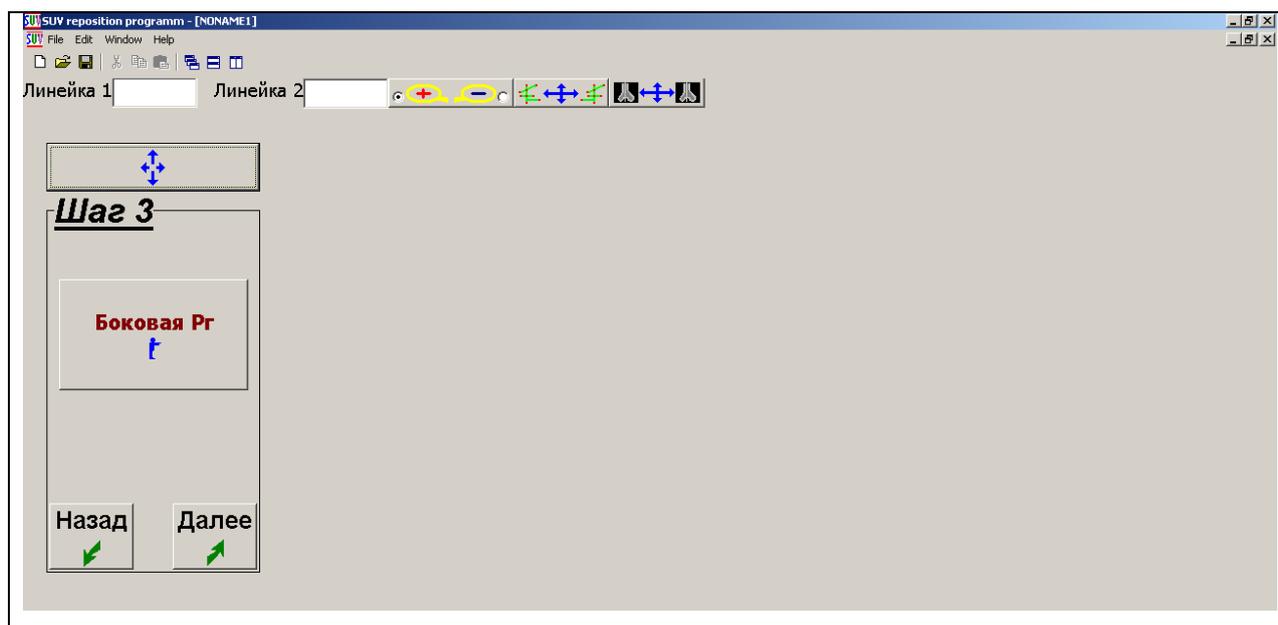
Вид окна программы Орто-СУВ перед выполнением Шага 3: «Загрузка боковой рентгенограммы»
